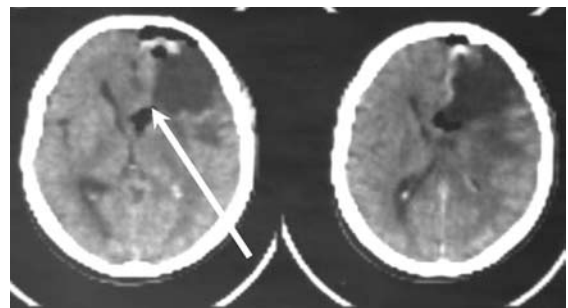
КТ головного мозку після операції
